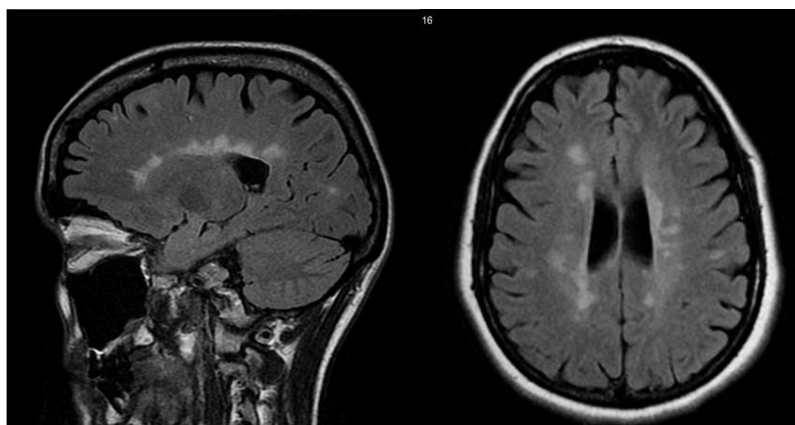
Sequencia sagital *FLAIR* mostrando seu aspecto radial e disposição periventricular, os “dedos de Dawson”. Sequência axial *FLAIR* mostrando focos de hipersinal predominando em região periventricular e alguns subcorticais, respectivamente. Fonte: <http://esclerosemultipla.com.br/2014/05/26/o-papel-da-imagem-por-ressonancia-magnetica-no-diagnostico-e-seguimento-da-esclerose-multipla/>.
